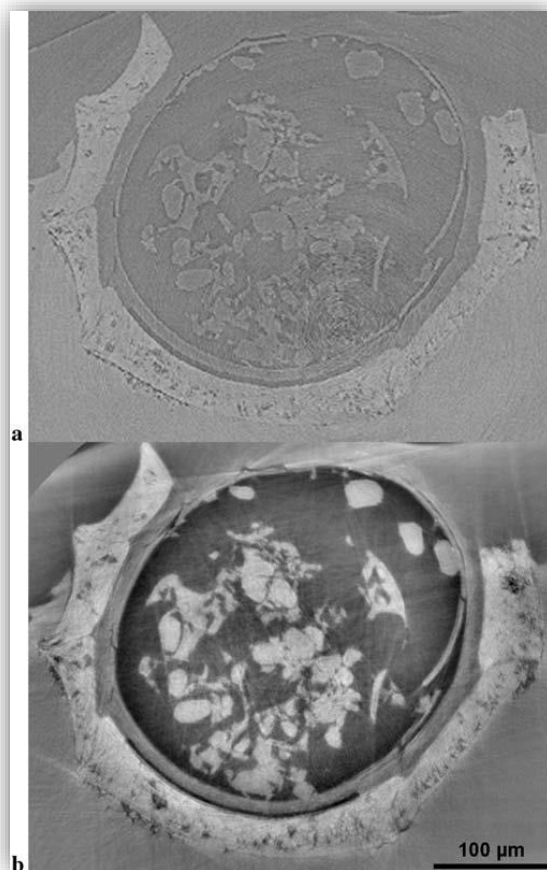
Fette di una caropite terziaria Chara costulata nell'modalità ad assorbimento (a) e dopo una ricostruzione olotomografica (b). Le scansioni sono state acquisite su ID19 con una dimensione voxel di 0,7 μm ad una energia di 23,1 keV. Il recupero della fase è stato eseguito da quattro scansioni con distanze tra campione / rivelatore di 10, 138, 177 e 244 mm rispettivamente. L'olotomografia esalta un sacco di caratteristiche anatomiche che sono poco visibili sulla scansione in assorbimento. Le diverse parti del campione presentano diversi livelli di grigio che ci permettono di distinguerli chiaramente. Le due fette presentate qui non sono orientate esattamente allo stesso modo, poiché il campione è stato rimosso dal suo supporto tra la scansione in assorbimento e l'olotomografia.
